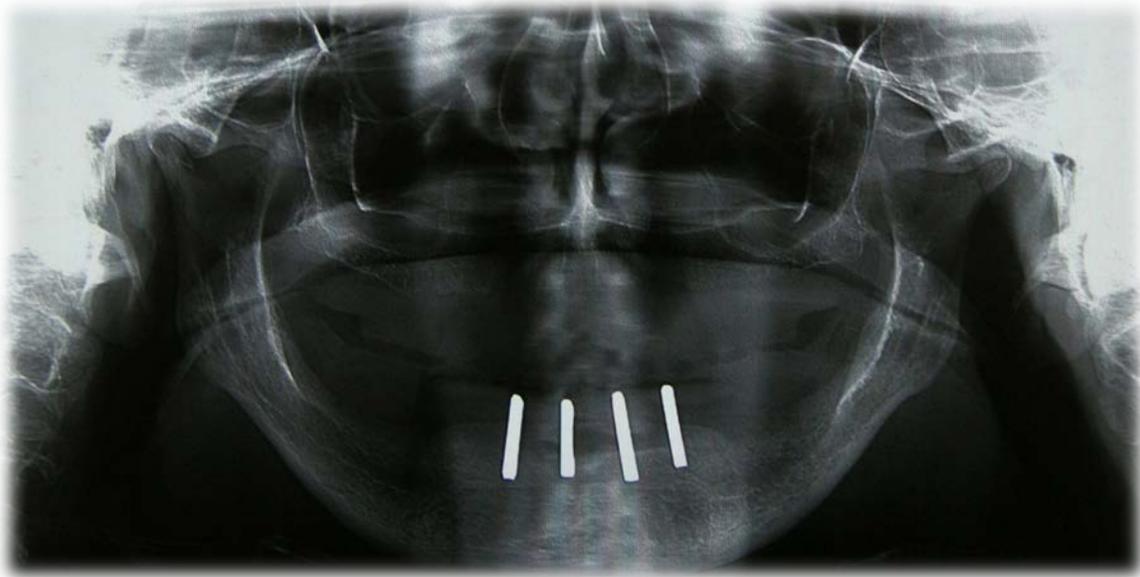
Ortopantomografía con puntos de contraste en el sitio de colocación de los mini implantes para verificar la distancia y paralelismo entre ellos.
